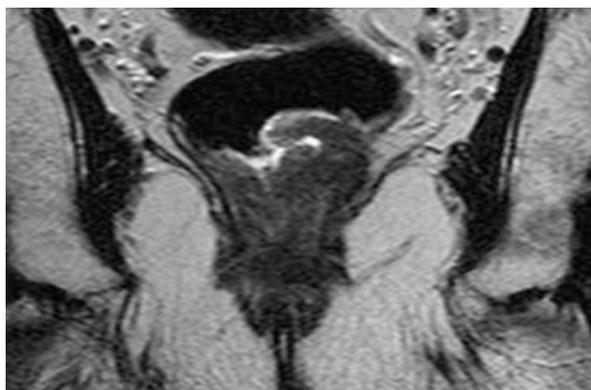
IRM pelvienne objectivant une tumeur du bas rectum classée T3[79]
